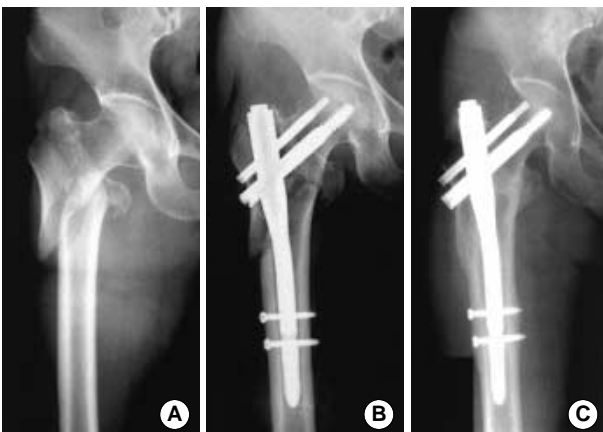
(A) Preoperative anteroposterior radiograph of the right hip of a sixty-three-year-old woman who slipped down, showing an A3.3 reverse oblique intertrochanteric fracture. (B) Postoperative radiograph after fixation with a PFN. (C) Radiograph, made six months postoperatively, showing a healed fracture.
